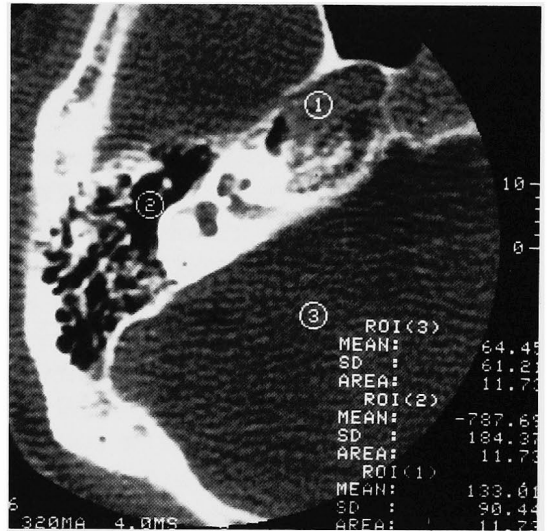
平均CT値の測定方法である。目的とする部位にROI (Region of Interest, 関心領域)を設定すると、図右下のように平均CT値が表示される。
